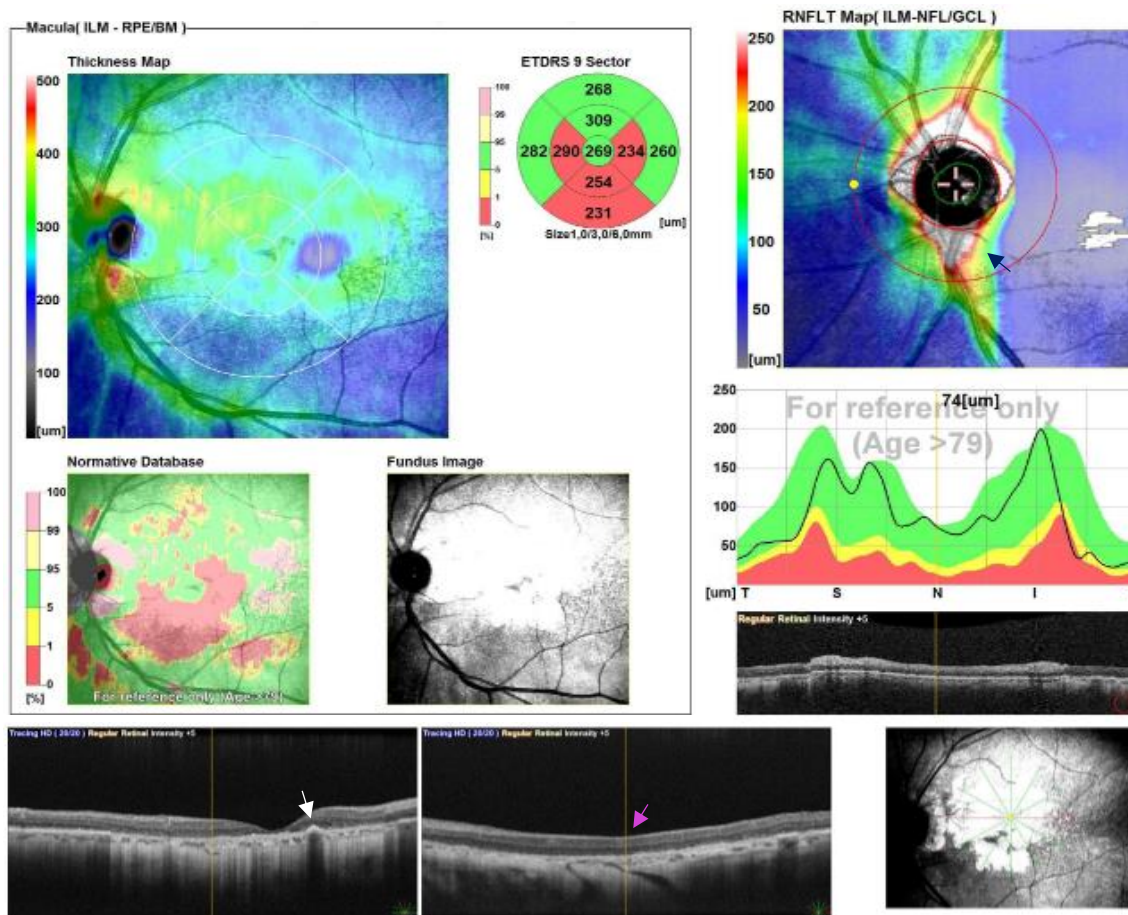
Tomografia de coerência ótica do OE
